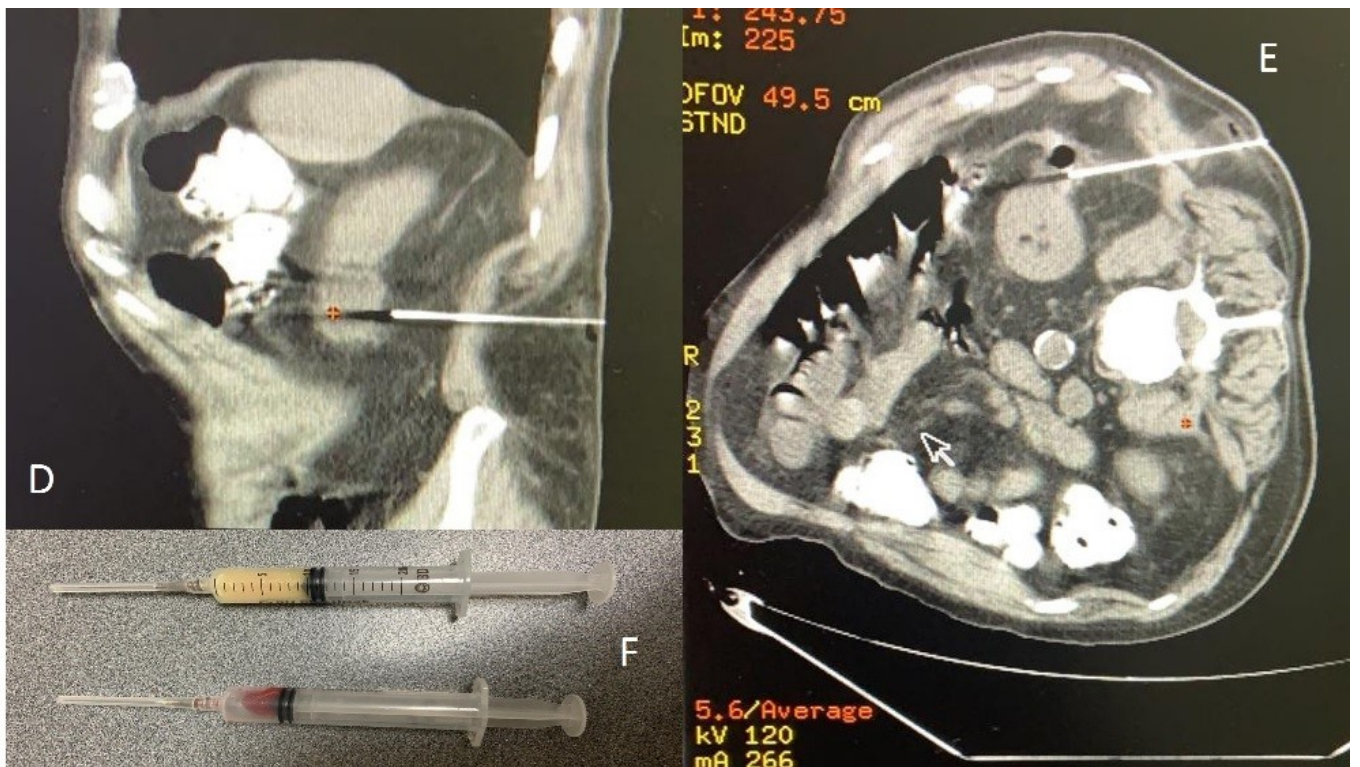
Imágenes de punción guiada por tomografía computarizada, de colección para renal izquierda, paciente en decúbito lateral derecho; en corte sagital (D) y en corte axial (E); extrayendo 10 c.c. de secreción purulenta (F).
